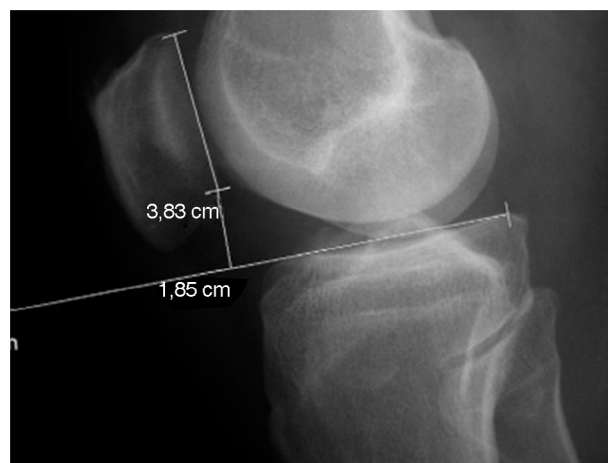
Radiografia em perfil de joelho. Cálculo do Blackburne-Peel.
